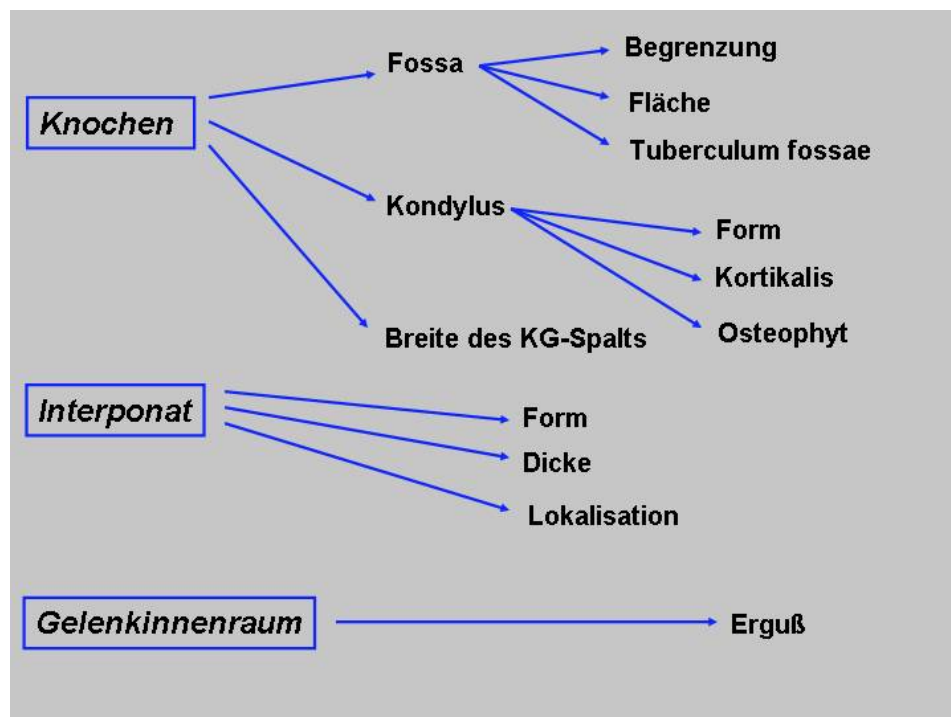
Auswertung der MRT nach struktur- und funktionsrelevanten Gesichtspunkten
